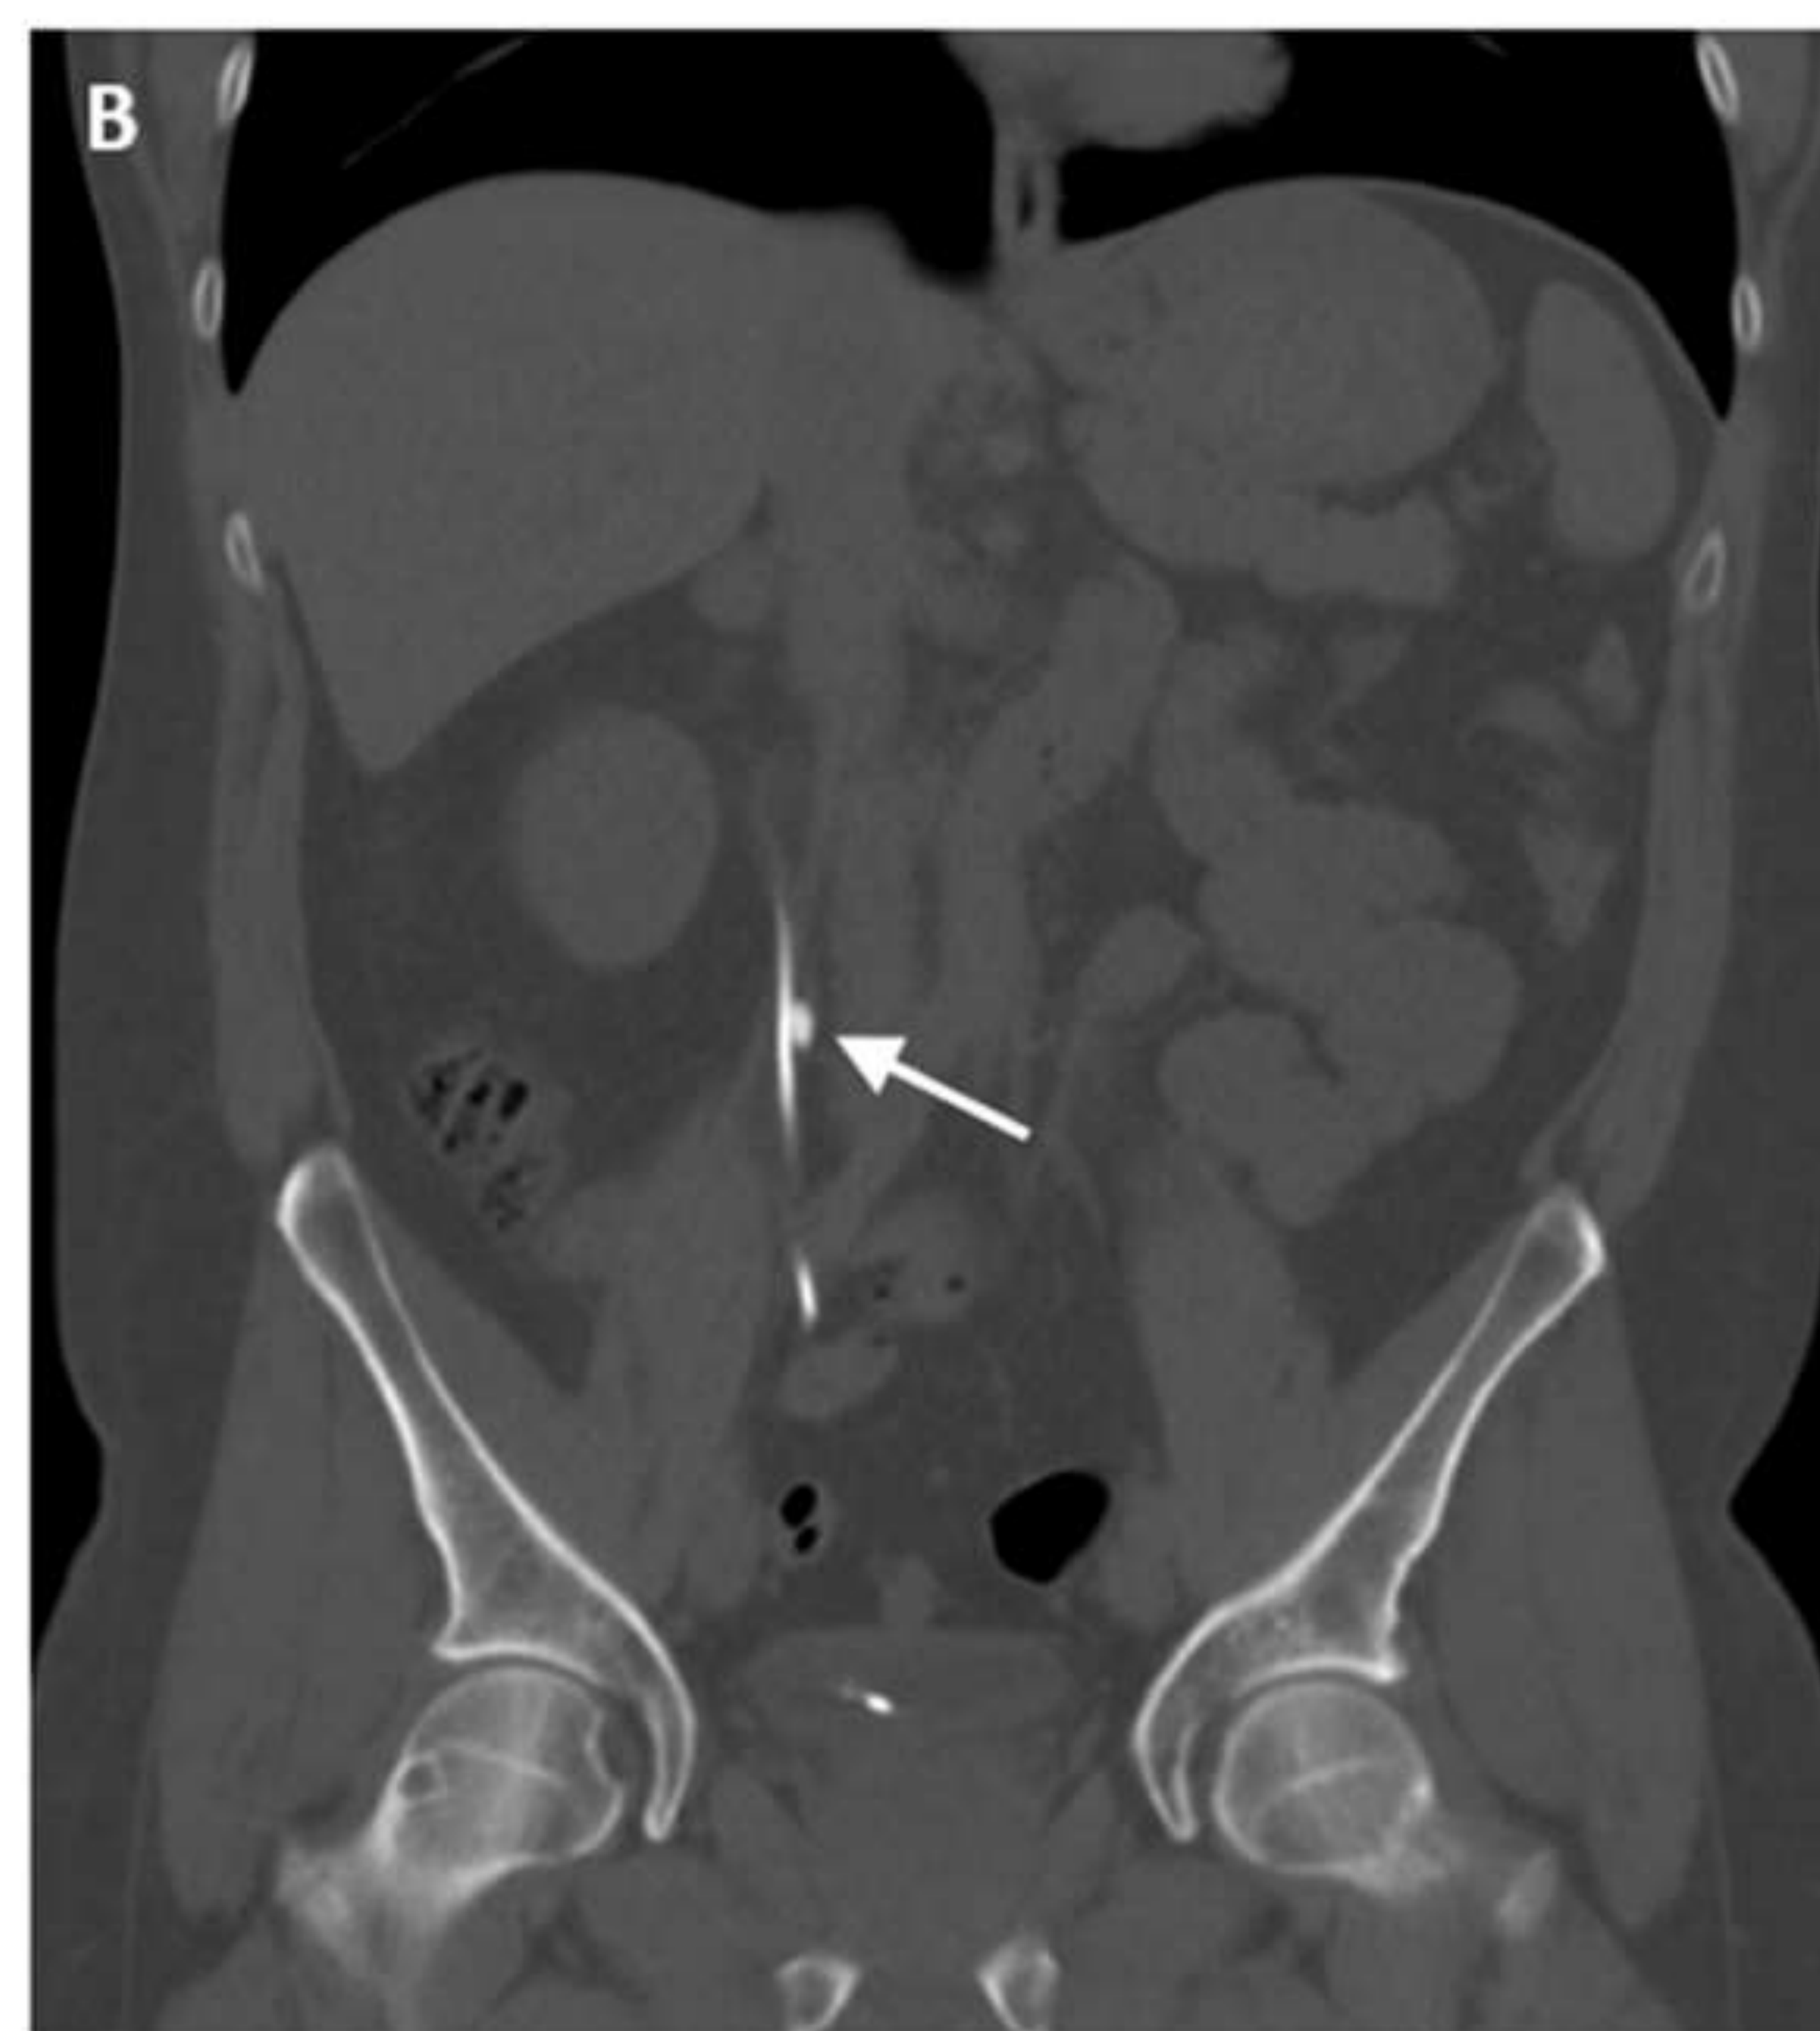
Cólico nefrítico. RX de abdomen (A): imagen radioopaca de 7 mm de tamaño (flecha) situada en la teórica localización del tercio ureteral medio derecho, correspondiente a litiasis, en paciente con múltiples antecedentes de cólico nefrítico. Uro-TC (B) realizado tras colocación de catéter “doble J” debido a persistencia del cuadro clínico once días después.
